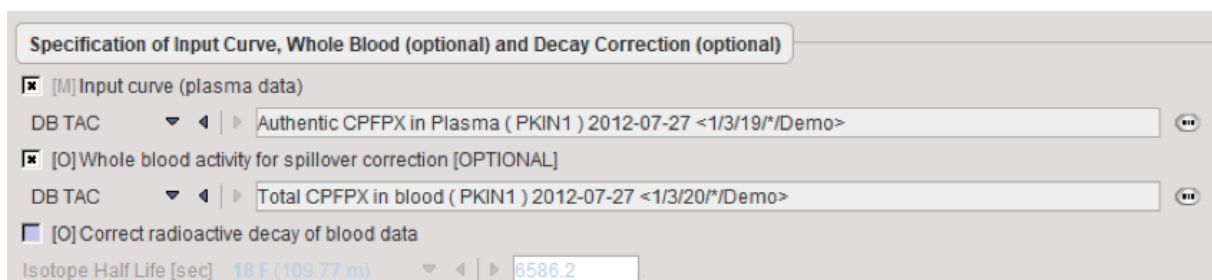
Darstellung der Spezifikation der Inputkurve bei der Vorverarbeitung des Blutes im PXMOD Tool zur Erstellung von 1TC – Karten (LCC).
